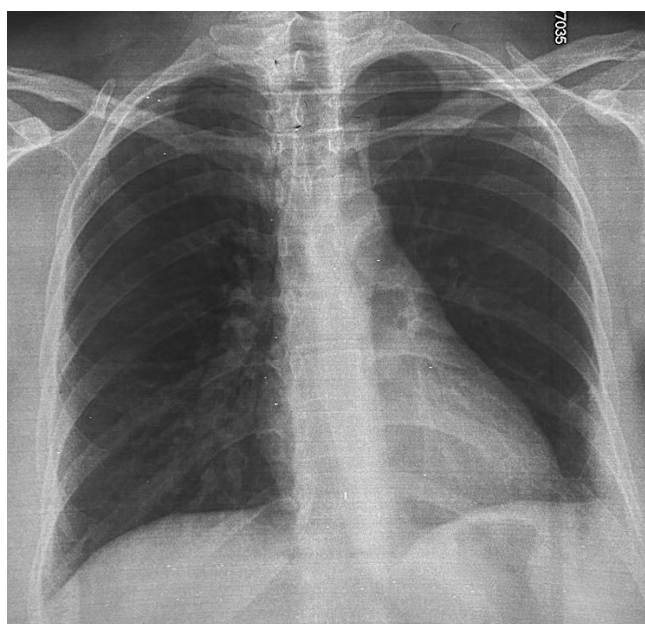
Radiographie thoracique de face : opacité basithoracique gauche, émoussement du cul de sac costo-diaphragmatique homolatéral
